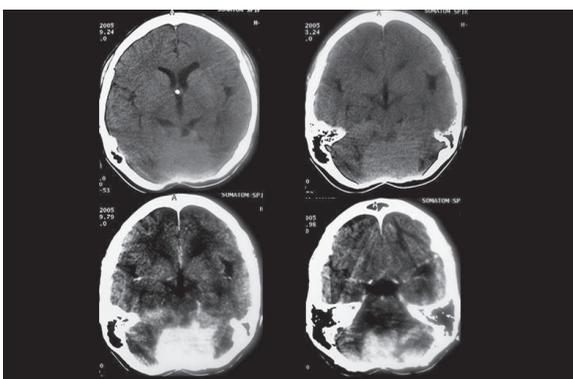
TAC simple (arriba) y contrastado (abajo) practicado en el 2005. Se aprecia rápido aumento en el volumen tumoral, lesión hiperdensa en el simple con realce y efecto compresivo, además, catéter de derivación. La patología y las imágenes indican recaída tardía en el lecho.
